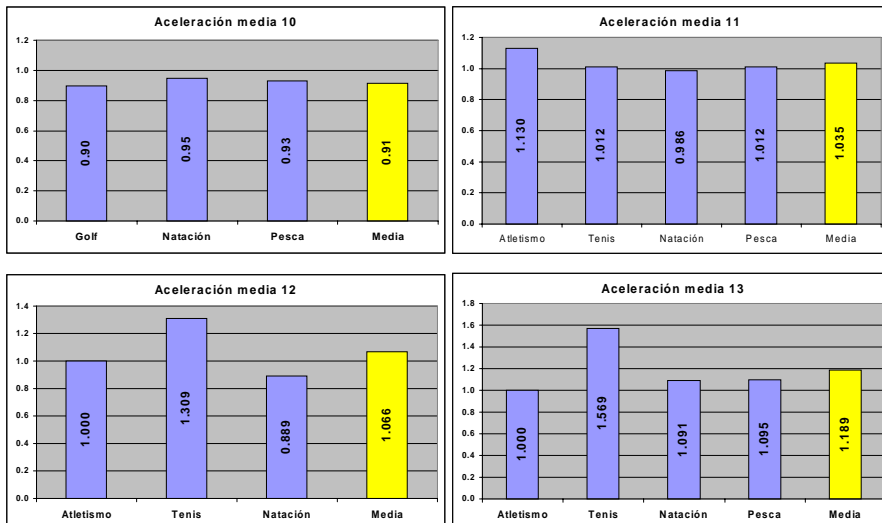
Aceleración media (m/s^2) durante los 20 m iniciales del TC50 para las distintas especialidades deportivas en niños de 10 a 13 años.
